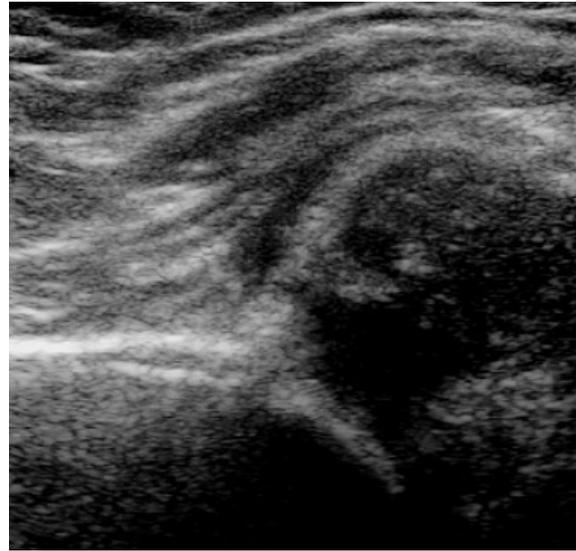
Ecografia da anca: Luxação da cabeça femoral.
